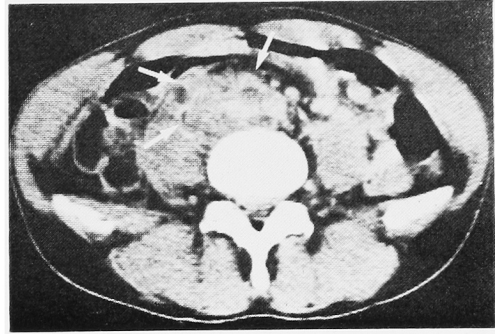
CT-scan reveals paraaortic mass (fine arrows) and right hydronephrosis (bold arrows)
